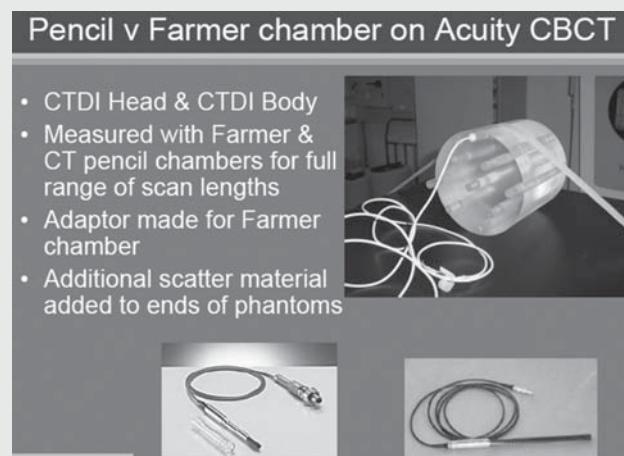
large FOV의 CBCT 장치에서 CTDI 측정을 위한 팬텀과 이온챔버
